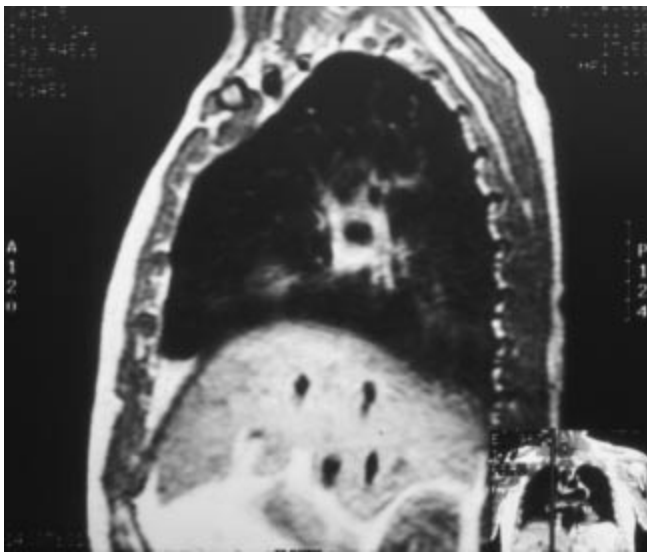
IRM con demostración de trombos a nivel periférico localización basal anterior corte sagital.
